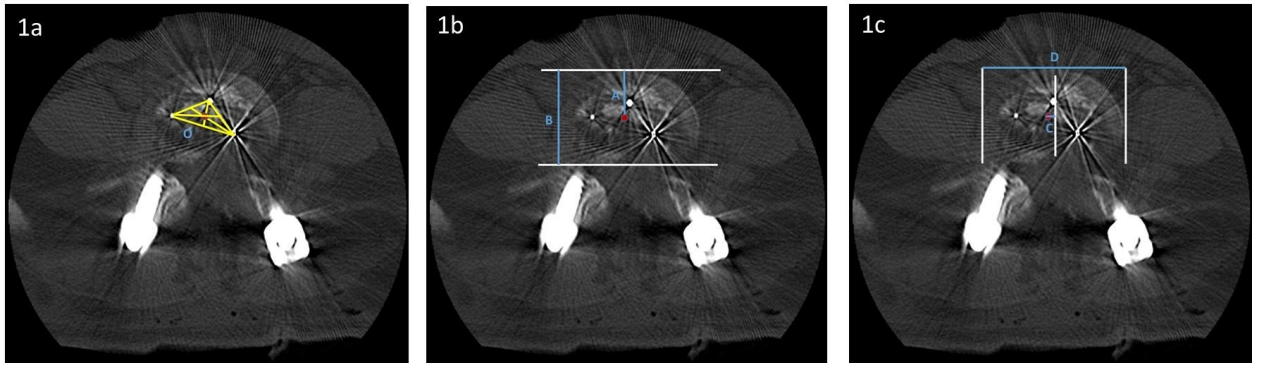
在 CT 扫描的横断面上测量融合器的位置
